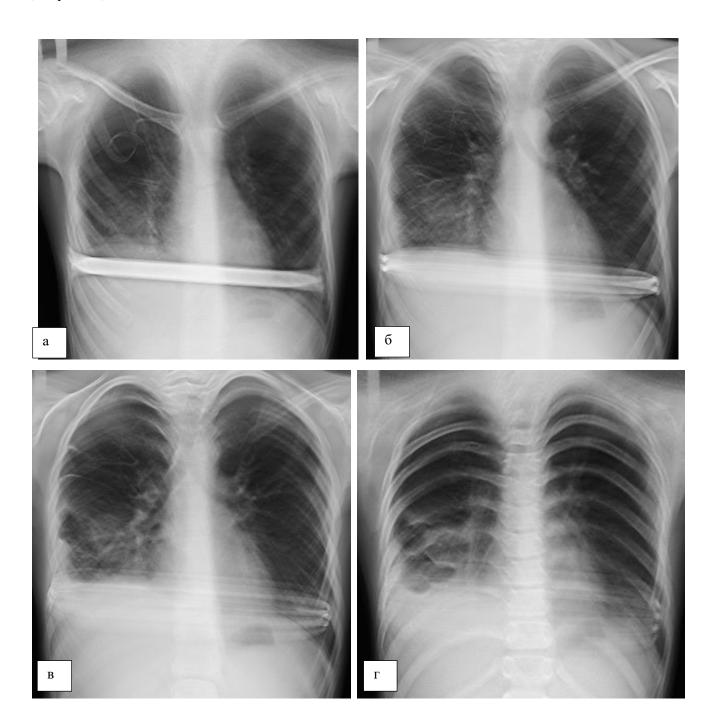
серия томограмм ОГК пациента M, 11 лет 6 мес, носителя металлического устройства наружной фиксации с клинико-лабораторными симптомами ВП
